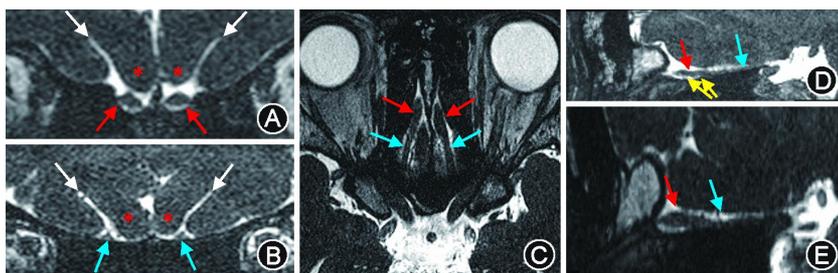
嗅球、嗅束 T2WI MRI 其中红色箭头示嗅球,蓝色箭头示嗅束,白色箭头示嗅沟,黄色箭头示嗅丝,红色 * 示直回 A ~ B:冠状位;C:轴位;D ~ E:矢状位
